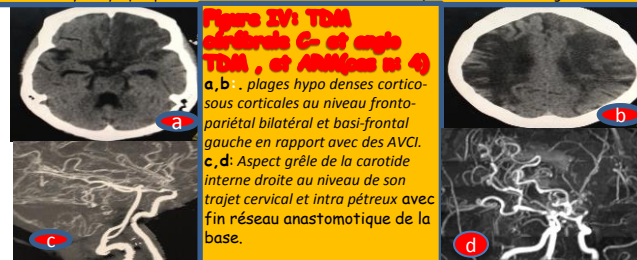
TDM cérébrale C- et angio TDM, et ARM (cas n.4)
